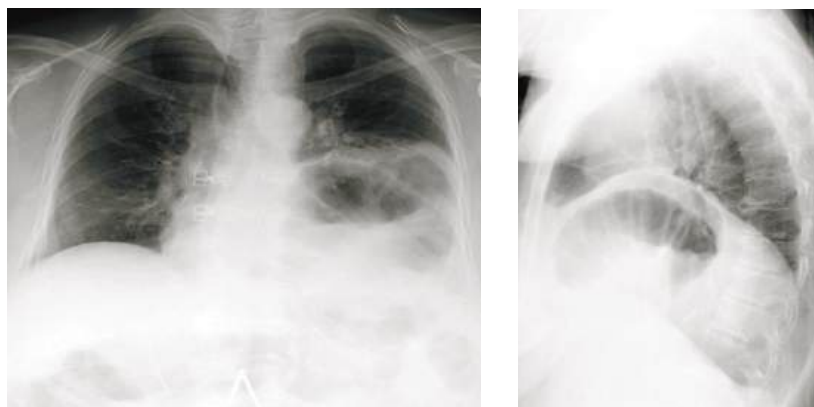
Обзорные рентгенограммы груди при посттравматической релаксации левой половины диафрагмы
